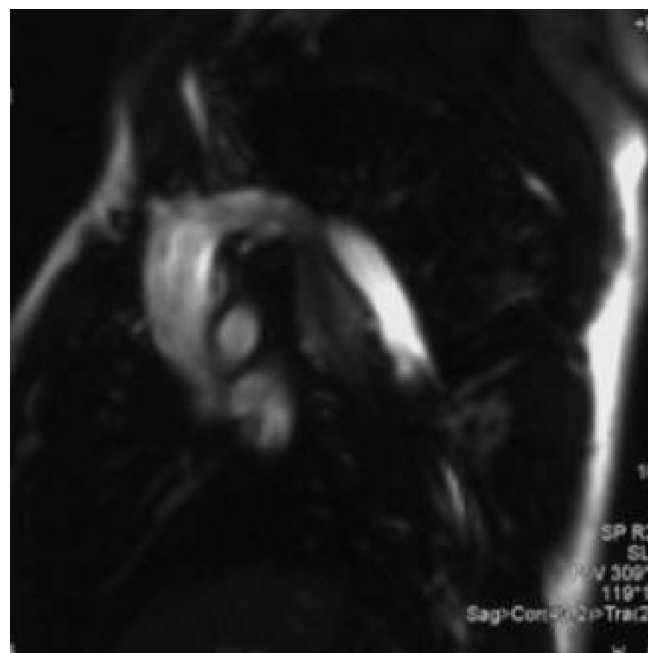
RM cardiaca: stenosi istmica.
